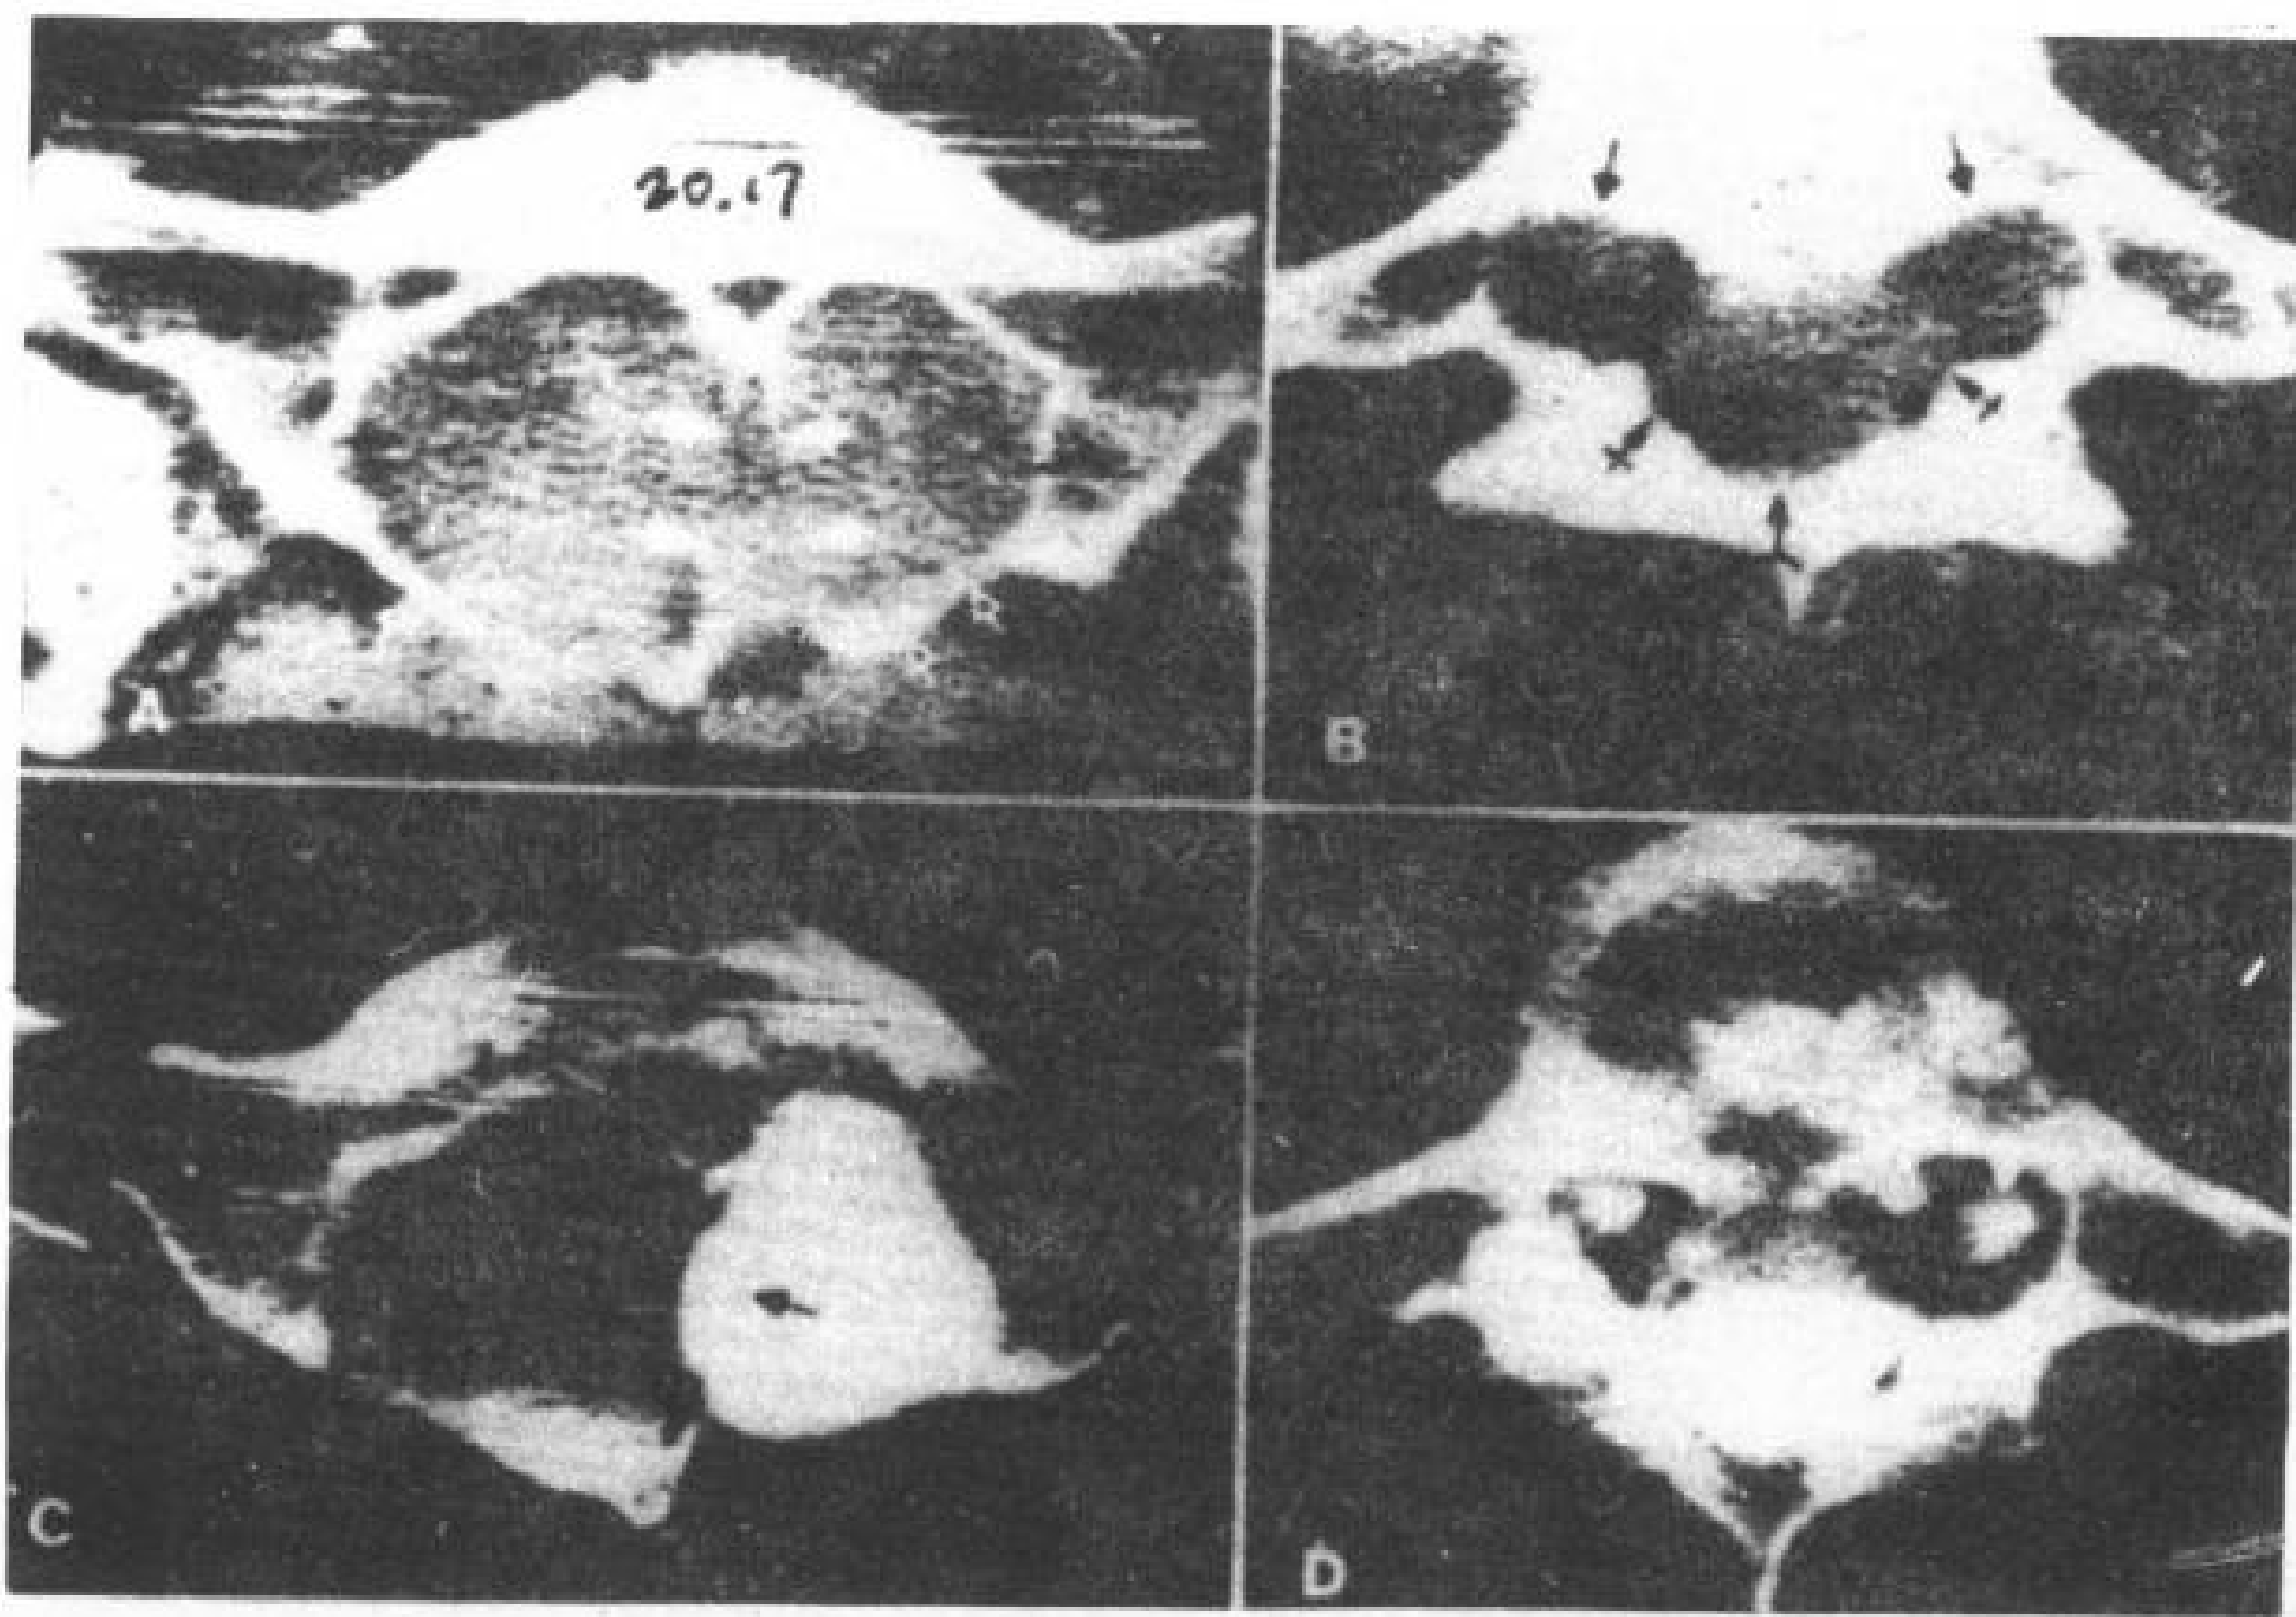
多发性髓内神经束膜囊肿(手术未能确定其组织学)。69岁,女性,有6个腰椎。图A与B为CT平扫, C与D增强脊髓CT。
